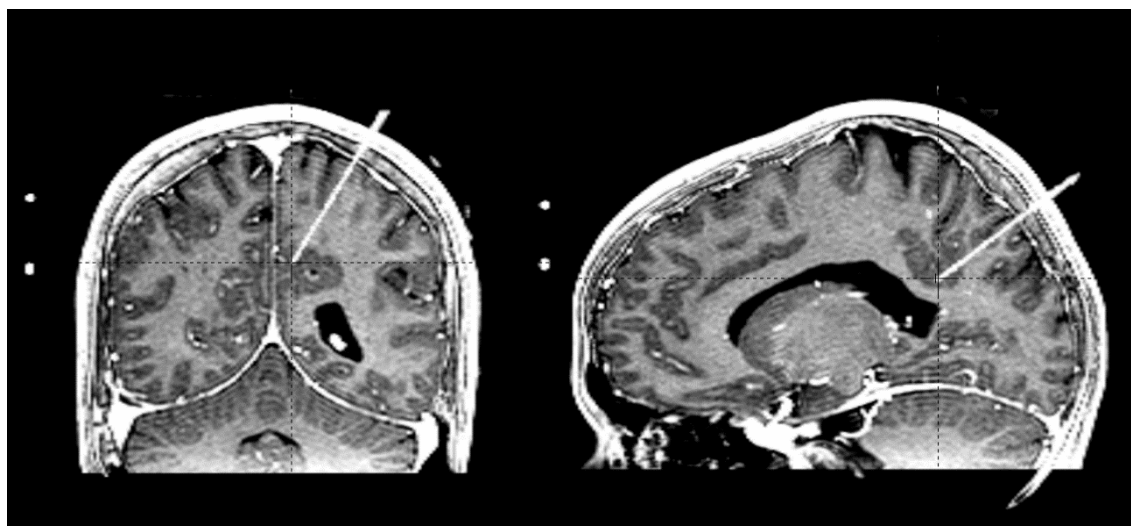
Dos ejemplos de coregistro del TAC post-quirúrgico y la RM de planificación. Se observan las tiras de electrodos y el cráneo que aporta la TAC con el parénquima y el sistema vascular aportado por la RM. Correlación realizada con Leksell GammaPlan® 10
